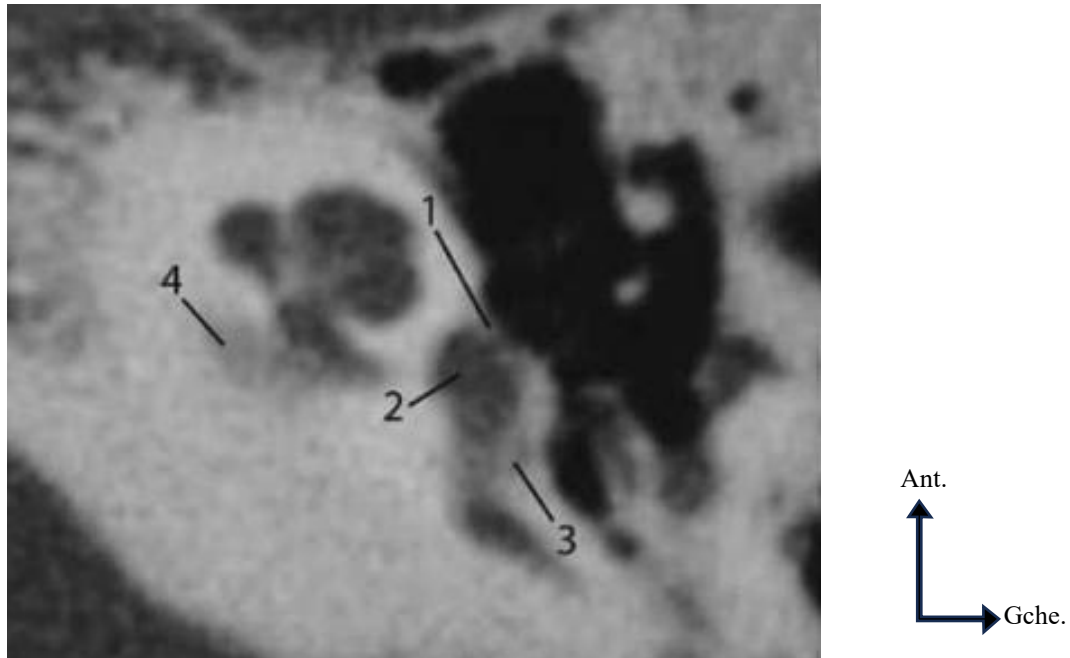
Otospongiose de types IVb TDM, coupe axiale passant par le promontoire. (1) Hypodensité du promontoire témoignant d'un foyer otospongieux ; (2) partie basse du vestibule chirurgical ; (3) foyer otospongieux rétro vestibulaire ; (4) hypodensité d'un foyer otospongieux sous et en avant du méat acoustique interne. [18]
